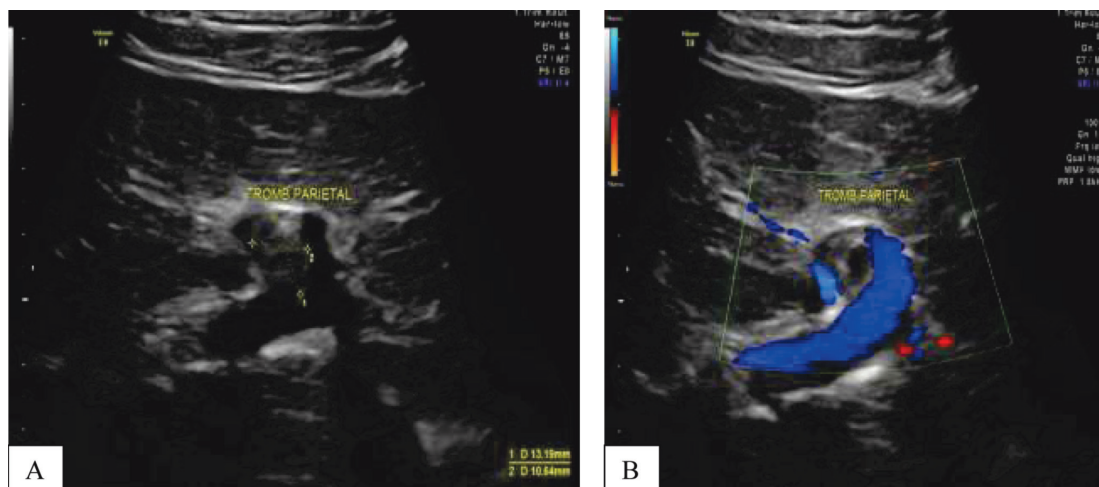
Un tromb parietal, re-canalizat după tratament. PVI – 10; PHTI – 2,0. (A) – mase trombotice în lumenul vascular; (B) – defect de umplere în Doppler color.
